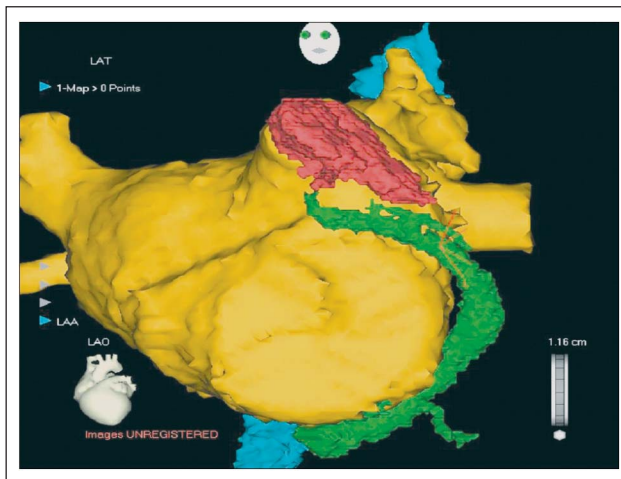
Bearbeitete CT-Darstellung; linke schräge Ansicht (Grün = Sinus coronarius, Orange = linkes Atrium, Rot = linkes Herzohr, Türkis = Ösophagus)
